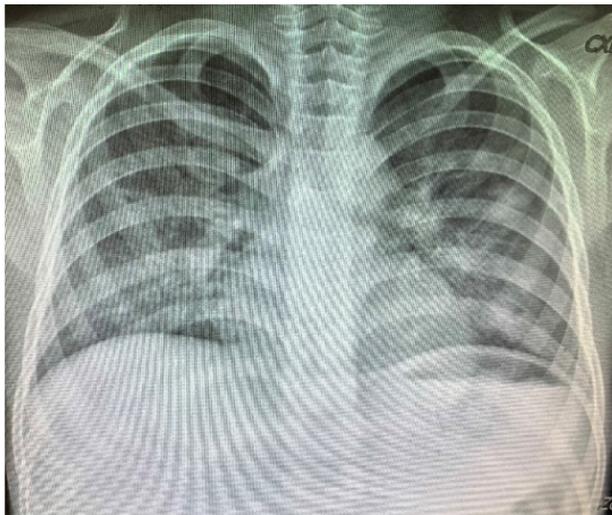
Radiografía de torax inicial con infiltrados alveolares bilaterales.
